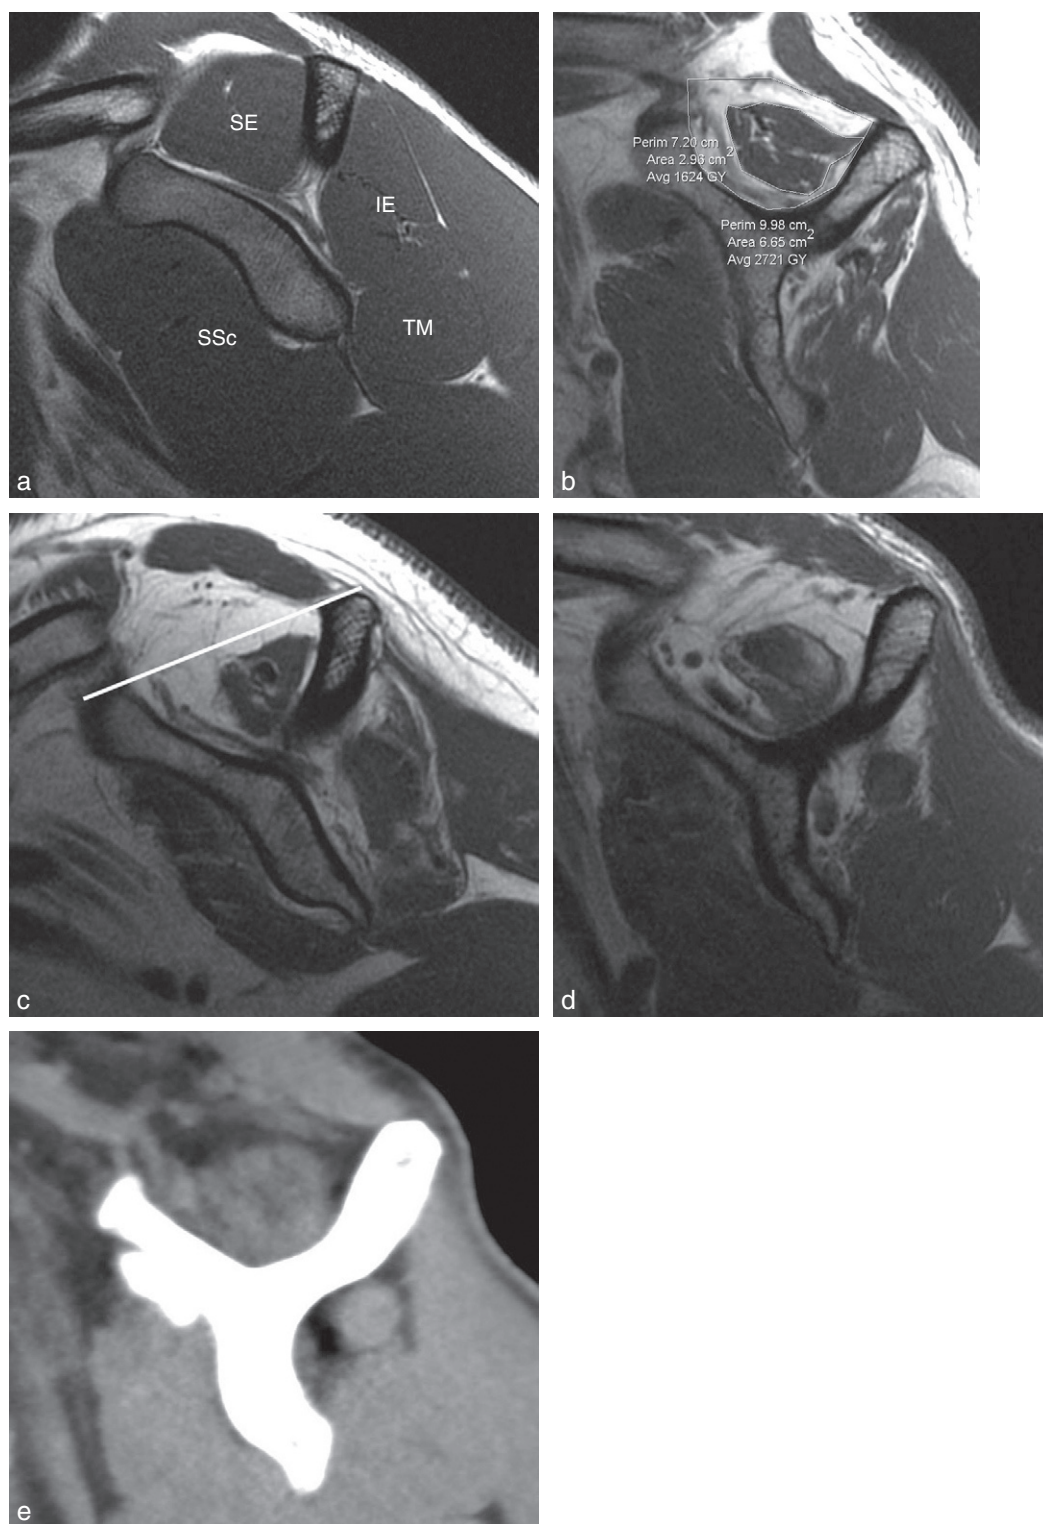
Coupes sagittales en Y en pondération T1 et en arthroscanner. a. Aspect normal montrant le supraépineux (SE), l'infraépineux (IE), le petit rond ou teres minor (TM) et le subscapulaire (SSc). b. Amyotrophie du supraépineux avec un taux d'occupation de la fosse du supraépineux de 0,45. Noter également l'amyotrophie marquée de l'infraépineux (stade 2 de Ludig) et une dégénérescence graisseuse de stade 2 du supra- et de l'infraépineux. c. Signe de la tangente positif. d, e. Comparaison de l'IRM et de l'arthroscanner : chez ce patient, la dégénérescence graisseuse du supraépineux paraît plus marquée en IRM. Noter également l'amyotrophie marquée de l'infraépineux et l'hypertrophie compensatrice du petit rond.
